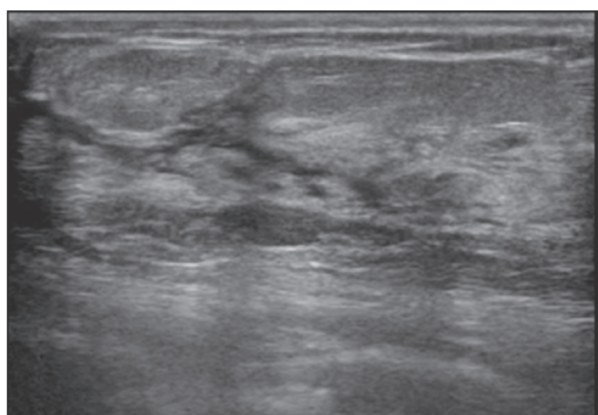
A case of ductal carcinoma *in situ* (DCIS). Ultrasound shows the irregularity of ductal caliber, but it is somewhat difficult to evaluate irregularity of ductal caliber based on static images alone.
